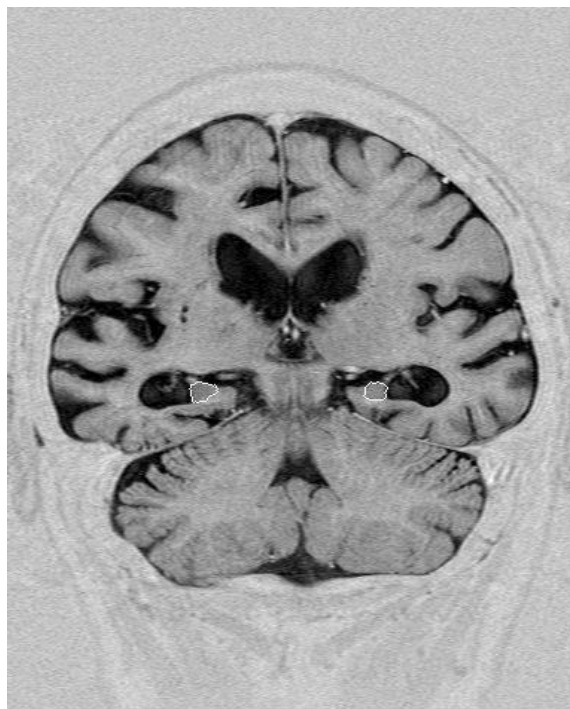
Imagem de volumetria por RM de idoso da amostra com importante redução estrutural dos hipocampos direito e esquerdo.
